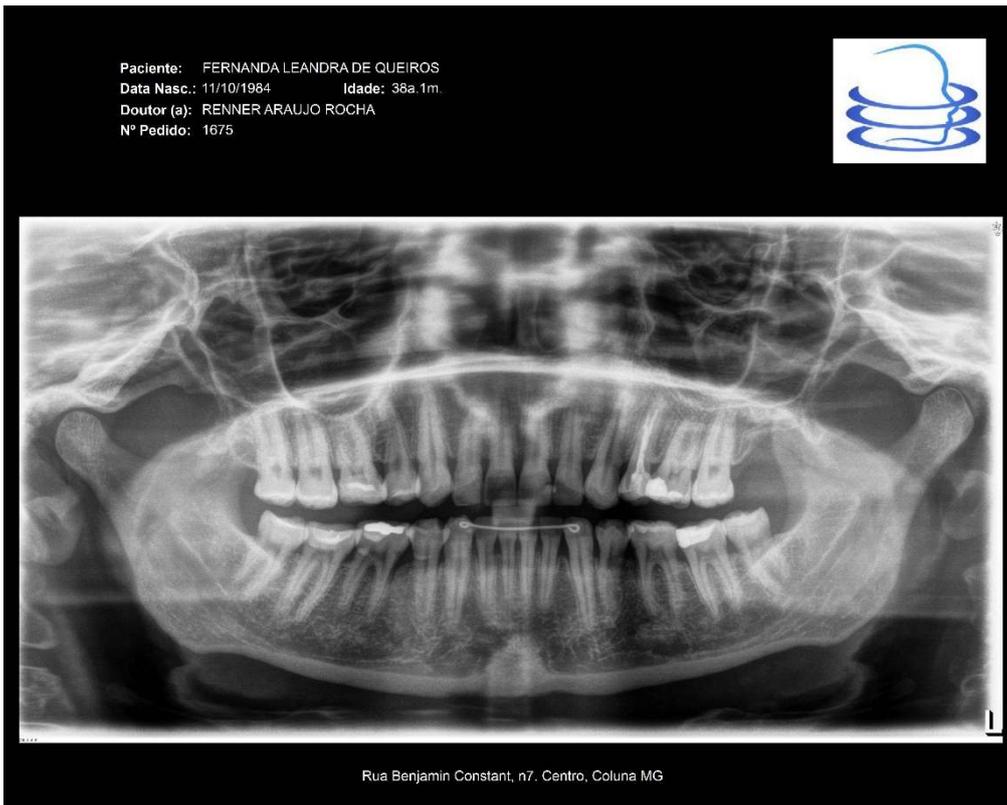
radiografia panorâmica
